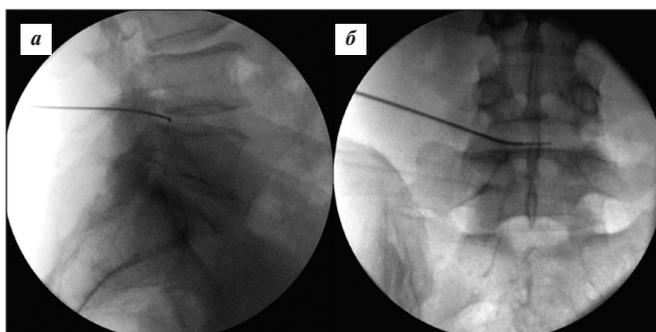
Интраоперационные рентгенограммы в боковой (а) и прямой (б) проекциях. Канюля и электрод для радиочастотной аннулопластики установлены в задние отделы фиброзного кольца
